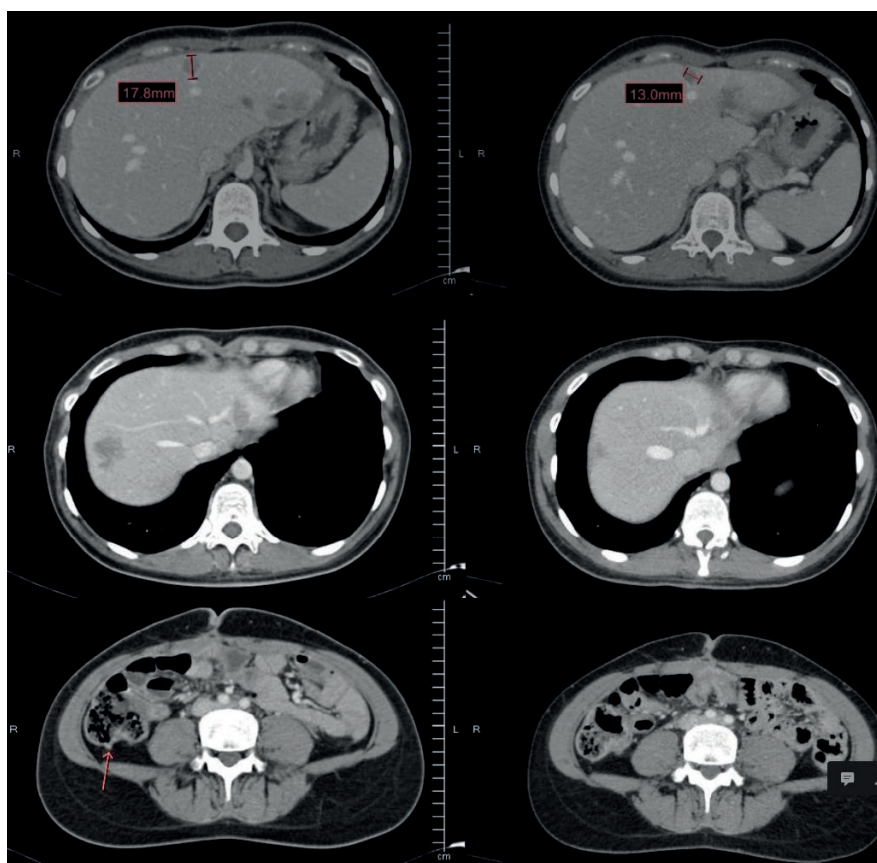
TC con respuesta parcial de enfermedad hepática (abril 2021-julio 2021)
